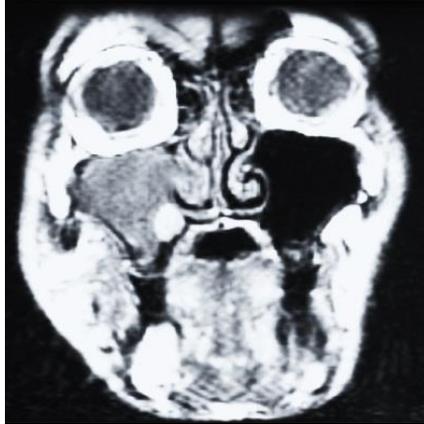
Resonancia magnética que muestra una opacidad en el seno maxilar derecho(14).
